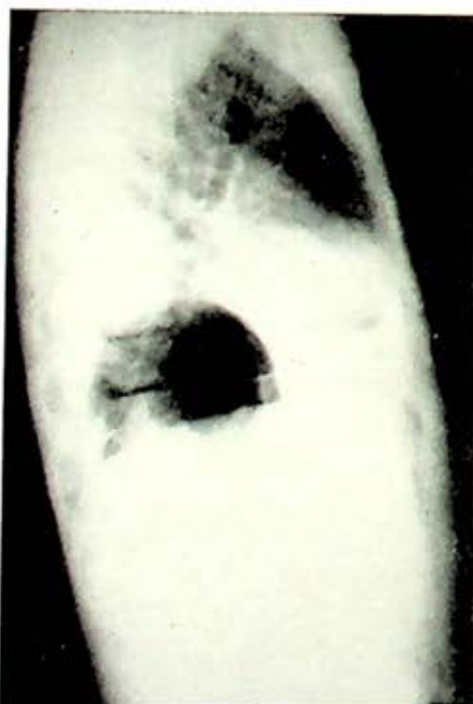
Radiografía lateral. Neumoperitoneo: se observa nivel horizontal supradiafragmático en su tercio anterior, en la zona de opacidad.
